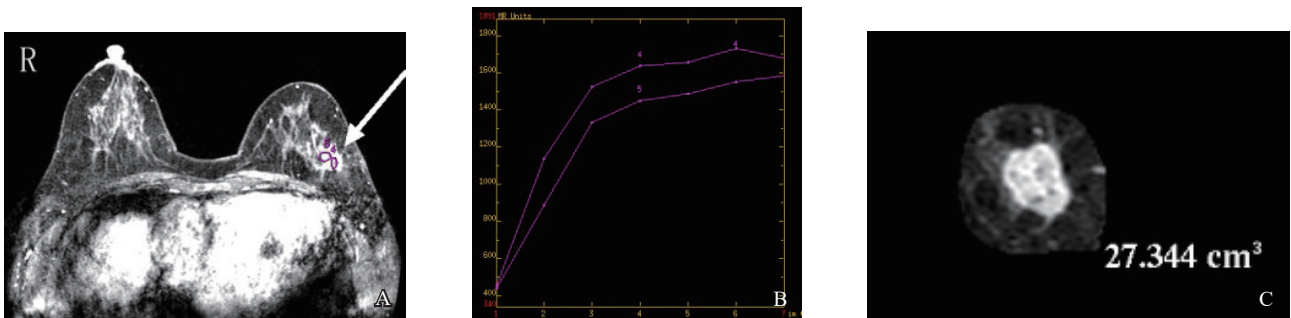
典型乳腺癌MRI增强表现及肿瘤体积的测量
